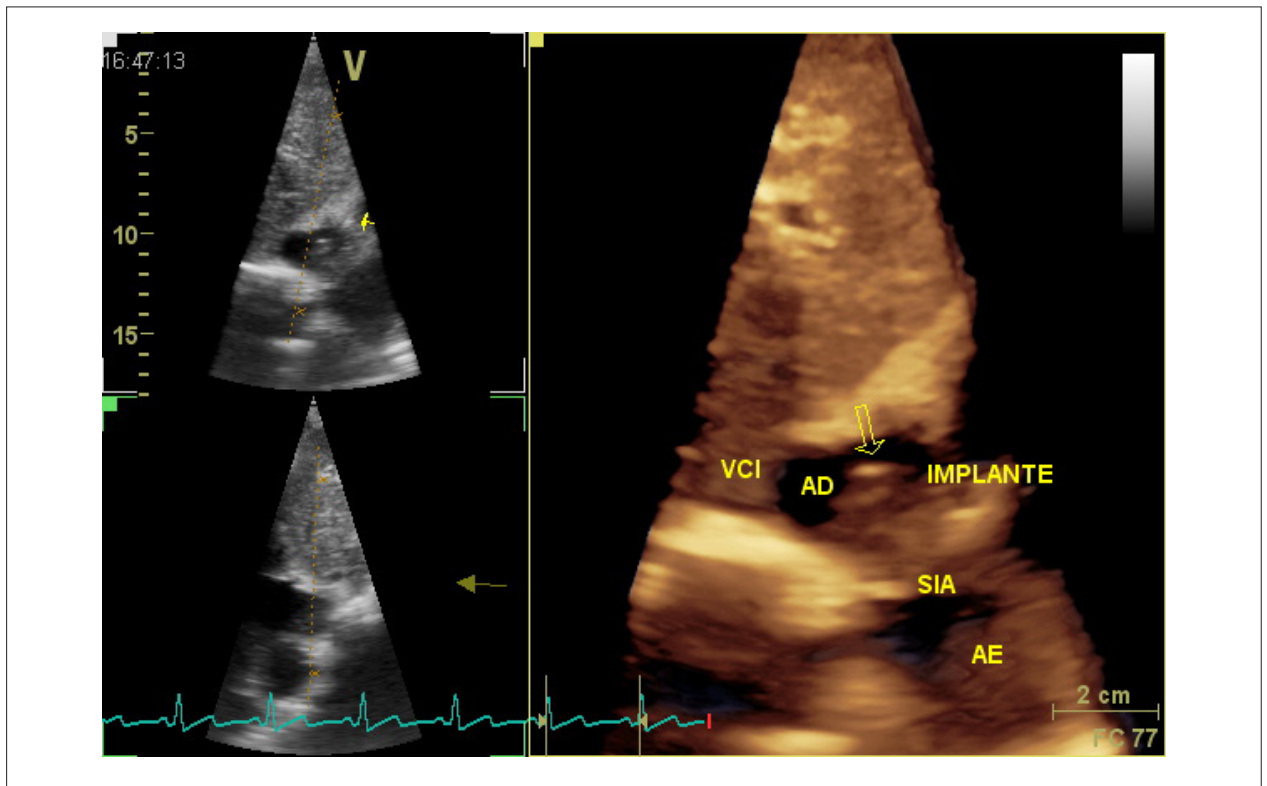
A imagem à direita demonstra implante no septo interatrial através do ecocardiograma 3D (seta).
